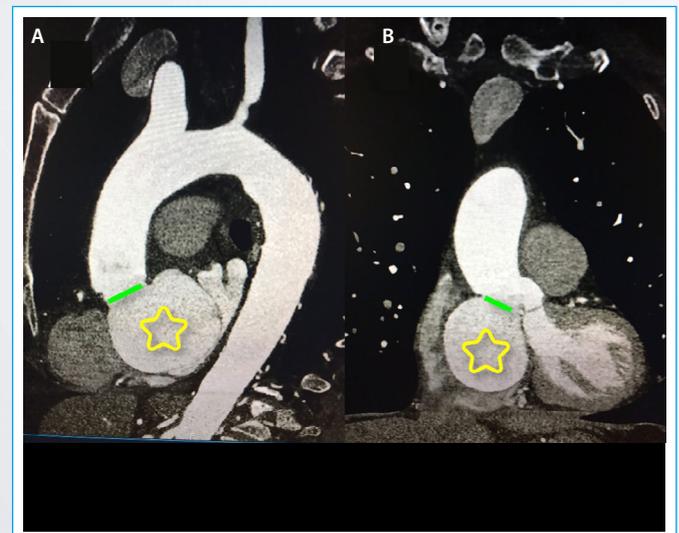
TC cardíaca que muestra un detalle del aneurisma (estrella amarilla) y de la zona donde se origina (línea verde). A: corte sagital; B: corte coronal
